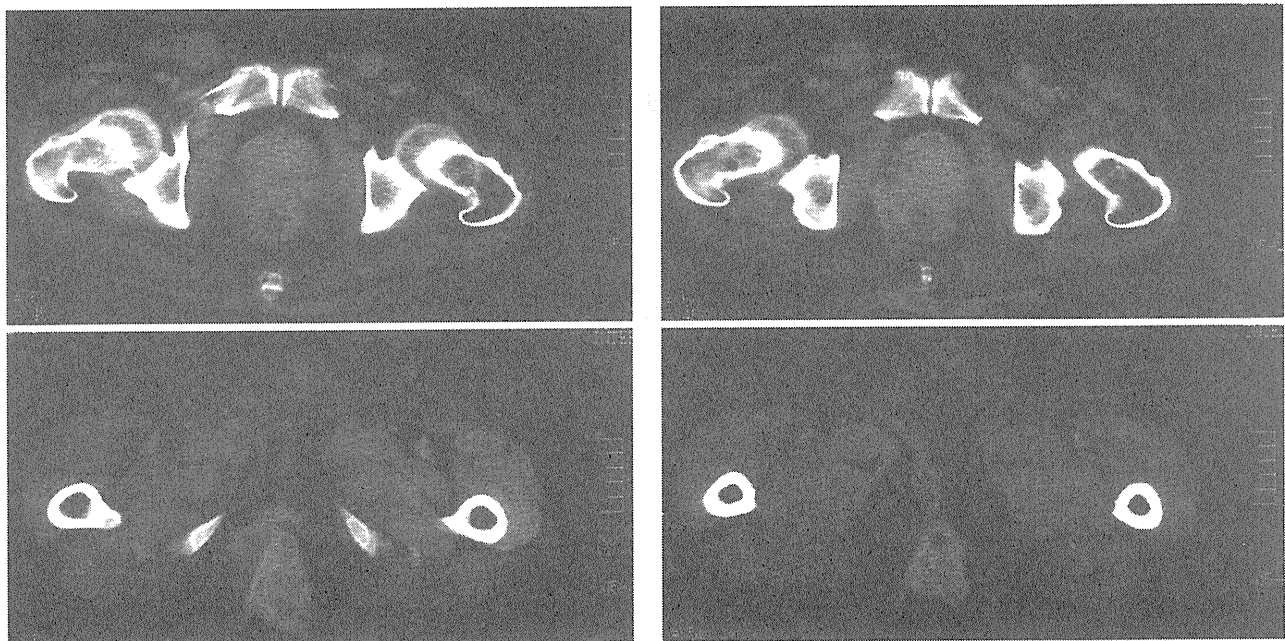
CT所見：直腸肛門の壁肥厚・周囲臓器浸潤・鼠径リンパ節腫大
